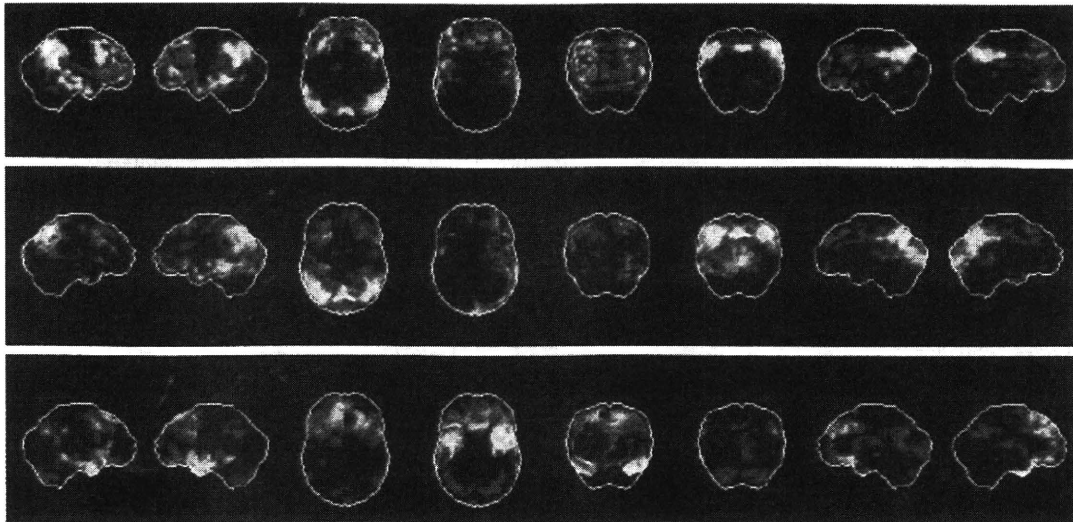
FDG-PETの中央読影の結果に基づいた正常データベースとの群間比較
